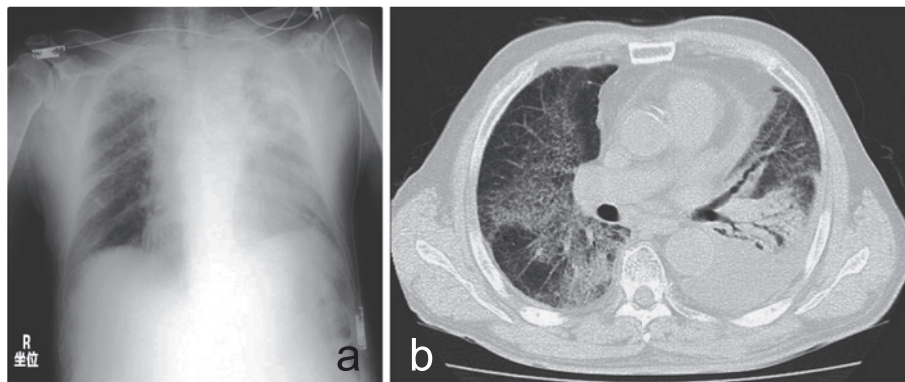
a: Chest radiograph on admission shows bilateral pulmonary opacities predominantly in the left lung. b: Chest CT on admission shows bilateral ground glass opacities, consolidation in the left lower lobe and left pleural effusion.
